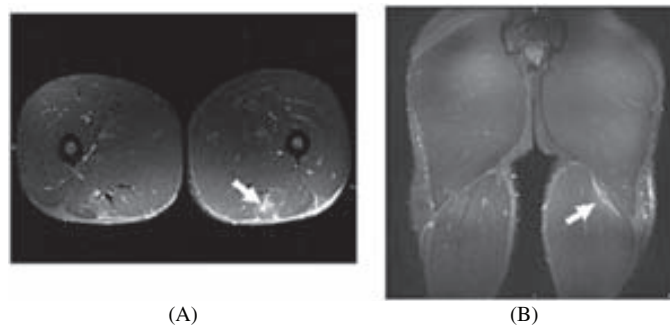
Fat-suppressed T2-weighted axial image; (A) shows minimal edema involving a small area of the left biceps femoris and fat-suppressed T2-weighted coronal image; (B) shows minimal abnormal signal of hyperintensity involving the proximal muscle-tendon junction of the long head of the left biceps femoris (arrows). The scar on the right side is an old muscle injury (arrow).
